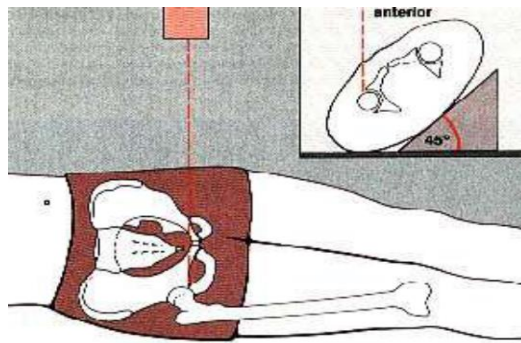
Radiografía lateral de cadera. Fuente:
